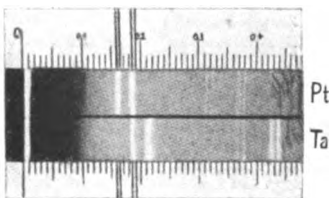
Röntgenspektren von Tantal- und Platinantikathoden nach Seemann.
